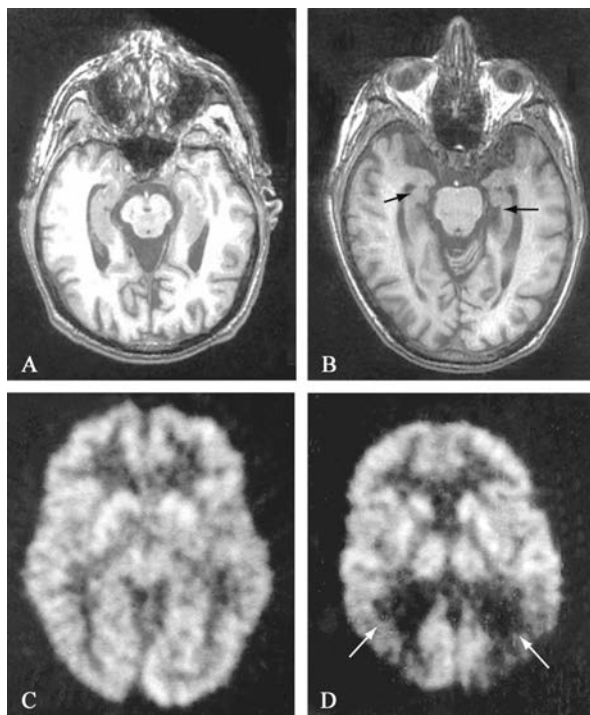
一个正常的86岁的运动员中脑(A)和一个77岁患有AD的男子(B)进行轴位T1-MR图像检查。需要注意的是两人都有轻微的脑沟扩大的侧脑室颞角轻度扩张。然而,与正常年龄患者的海马体积比较,AD患者的海马体积减少。一个正常人(C)与一名AD患者(D)进行氟脱氧葡萄糖PET扫描检查。值得注意的是,结果显示AD患者的双侧后颞顶区葡萄糖代谢降低。阿尔茨海默病,正电子发射断层扫描提示维生素缺乏
